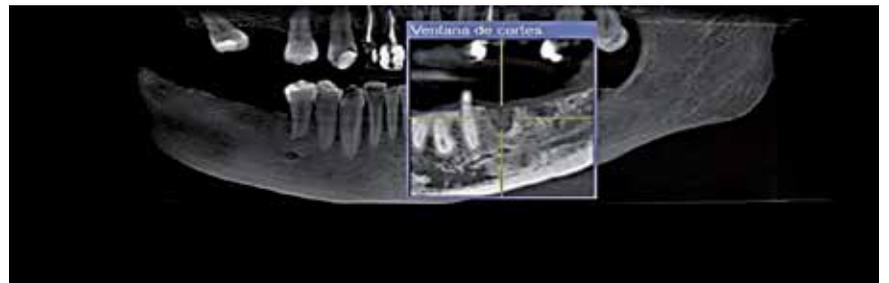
Mediciones en tomografía volumétrica cone beam inmediata a la exodoncia.
